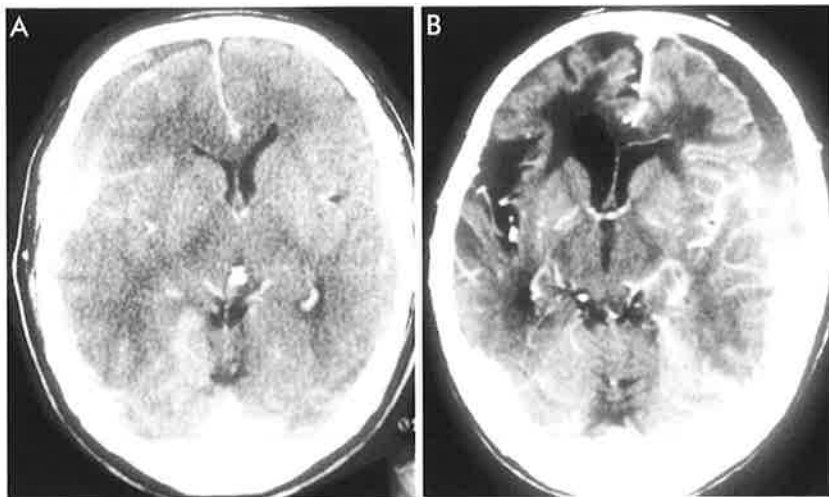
Two representative cases of the trabecular type. A: Pre- and post-contrast CT scans of a patient with CSDH of the trabecular type. Moderate enhancement of the inner membrane and moderate enlargement of the cortical veins are seen. B: Pre- and post-contrast CT scans of another patient with CSDH of the trabecular type. There is moderate enhancement of the inner membrane and mild enlargement of the cortical veins.
